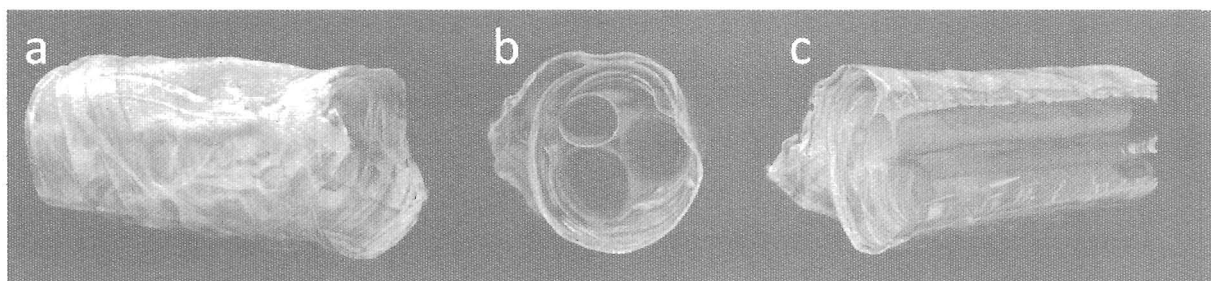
Exemple de imagini de tomografie micro-computerizată ce descriu arhitectura constructului de tip înveliș umplut intraluminal cu canale: a – vedere generală din lateral, b – vedere transversală – se observă intraluminal 3 tuburi; c – secțiune longitudinală ce confirmă dispunerea tuburilor interioare paralel cu axa longitudinală a constructului.
